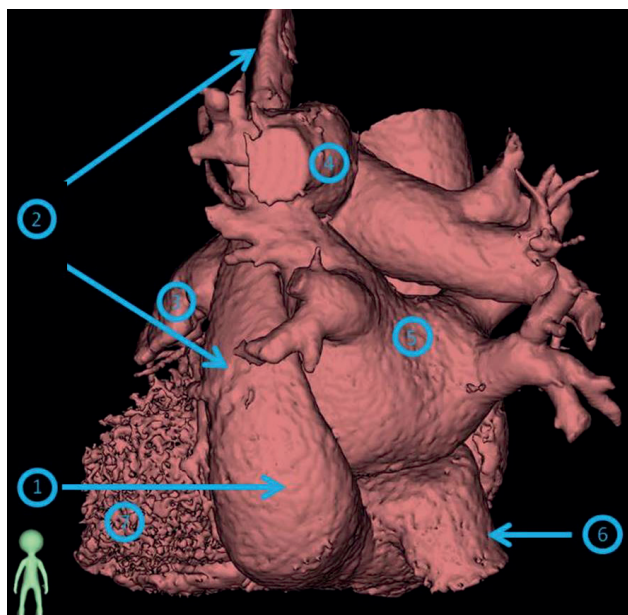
Трехмерная модель камер сердца на основании мультиспиральной компьютерной томографии с контрастированием. Примечание: 1 - дилатированный коронарный синус, 2 - левая персистирующая верхняя полая вена, 3 - ушко левого предсердия, 4 - левая легочная артерия, 5 - левое предсердие, 6 - нижняя полая вена.
